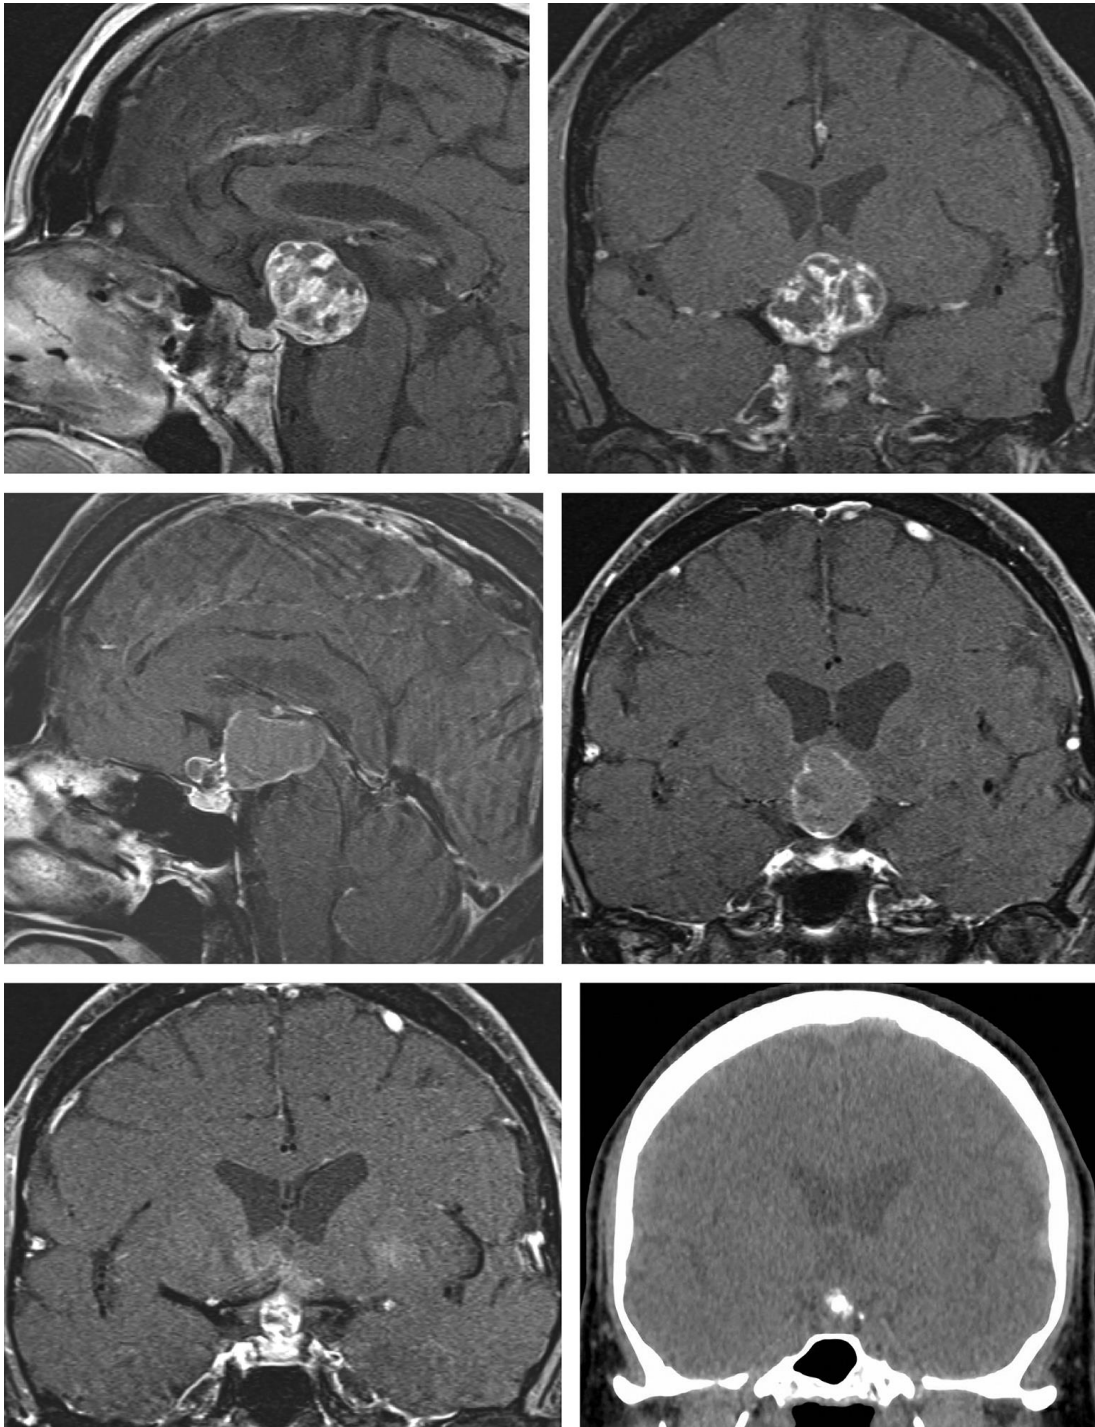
图示为两例不同大小和形态的颅咽管瘤。上排影像所示为一例实性成分为主的大颅咽管瘤，可以通过额下经终板入路进行暴露。相反，中排和下排影像所示为典型的囊实性肿瘤，适合采用经鼻入路。注意右下方 CT 所示的结节样钙化影。两例肿瘤中垂体柄均严重受累，因此在切除过程中想要保护垂体柄几乎是不可能的。
